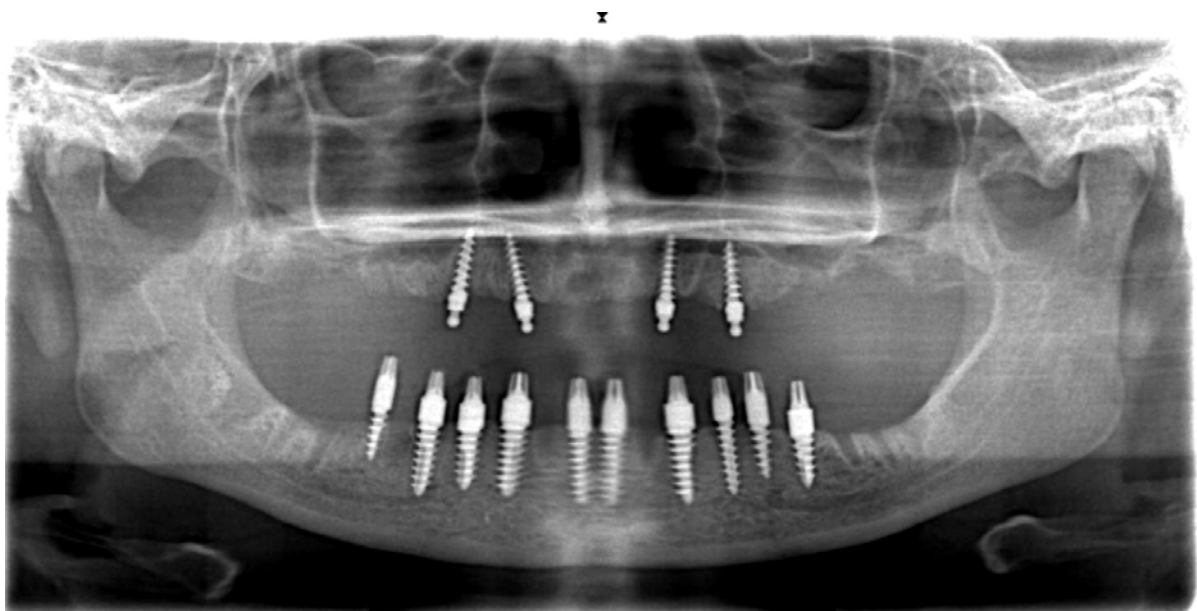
Рентгенограмма того же пациента через 1 месяц.
